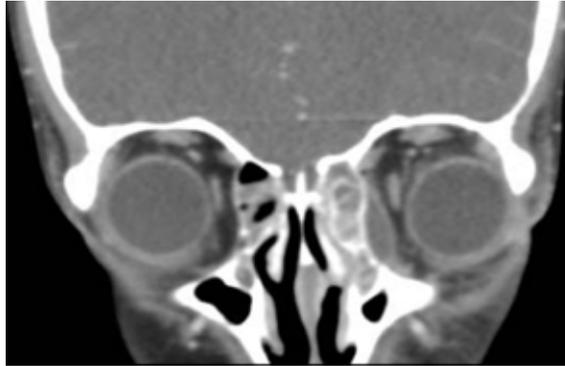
(Caso clínico 3) TC coronal previo a drenaje quirúrgico del absceso, observándose una colección a ambos márgenes de pared anterior y medial de órbita izquierda, de mayores dimensiones que en TC anterior.
